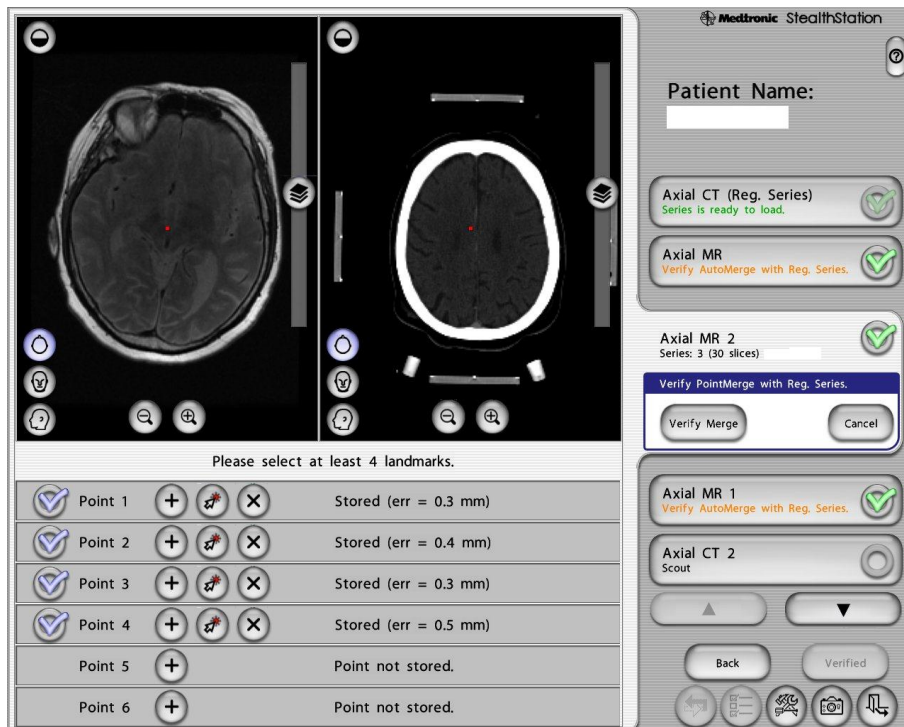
Manuelle Fusion von CT und MR T2
